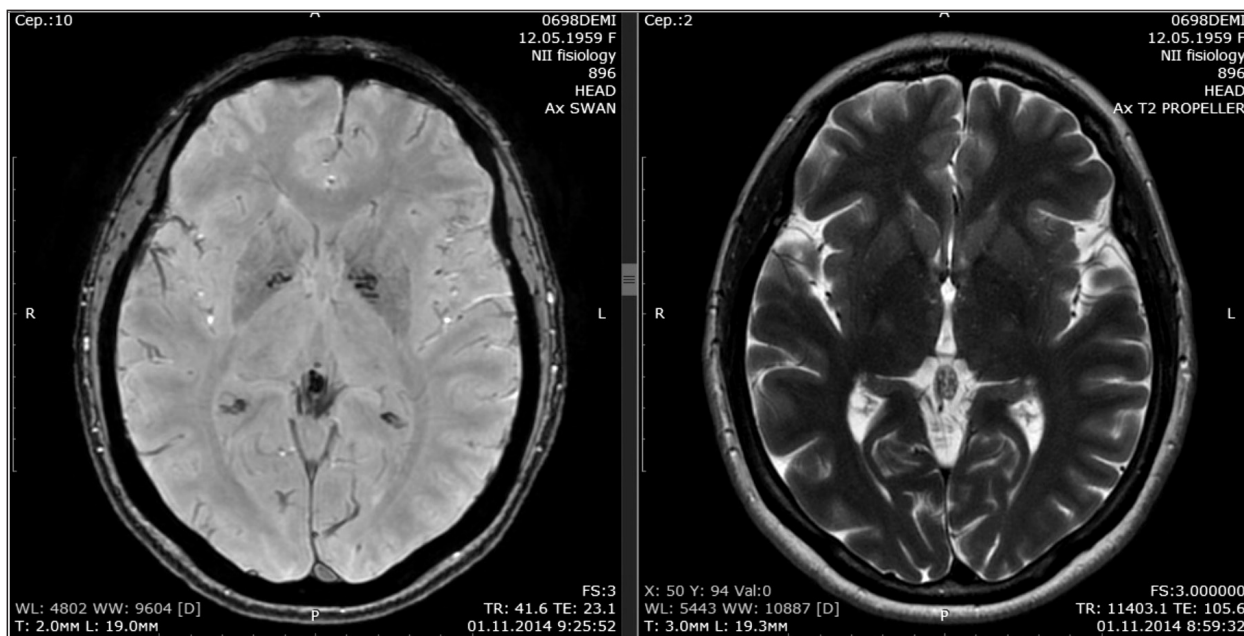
Постмикроемorrhagические кистозные изменения в эпифизе, в коленах обеих внутренних капсул, в сосудистых сплетениях; томограммы T2*-WI (слева) и T2-WI (справа) выполнены в одинаковых геометрических координатах
